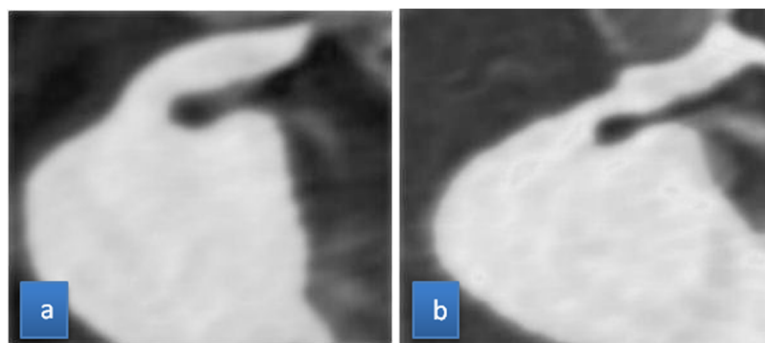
Estenosis moderada post-ablación de una VSI. Secuencia angio-RM 3D, reconstrucción en el plano coronal. (a) estudio pre-ablación. (b) estudio post-ablación.
